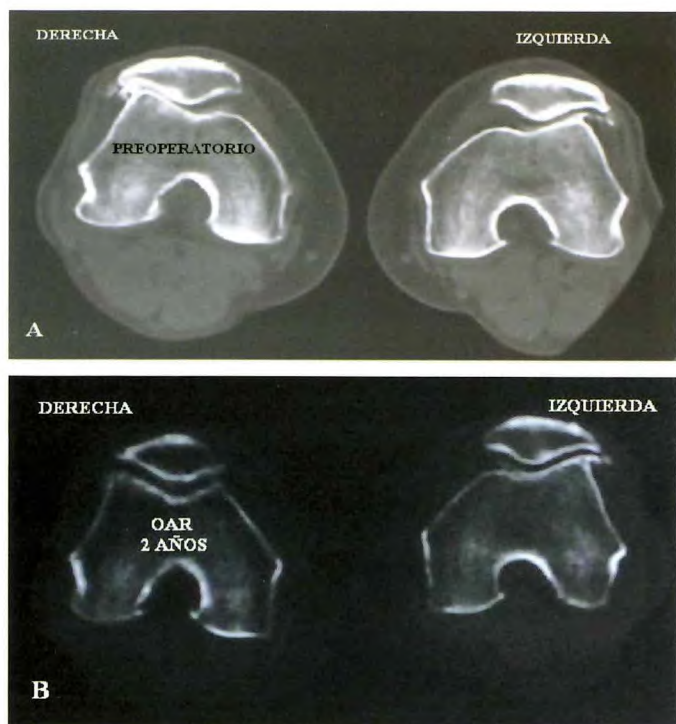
Osteotomía de adelgazamiento de rótula derecha. Mejoría de los ángulos de congruencia y basculación. Control radiológico (TC) preoperatorio (A) y a los 2 años de seguimiento (B).
